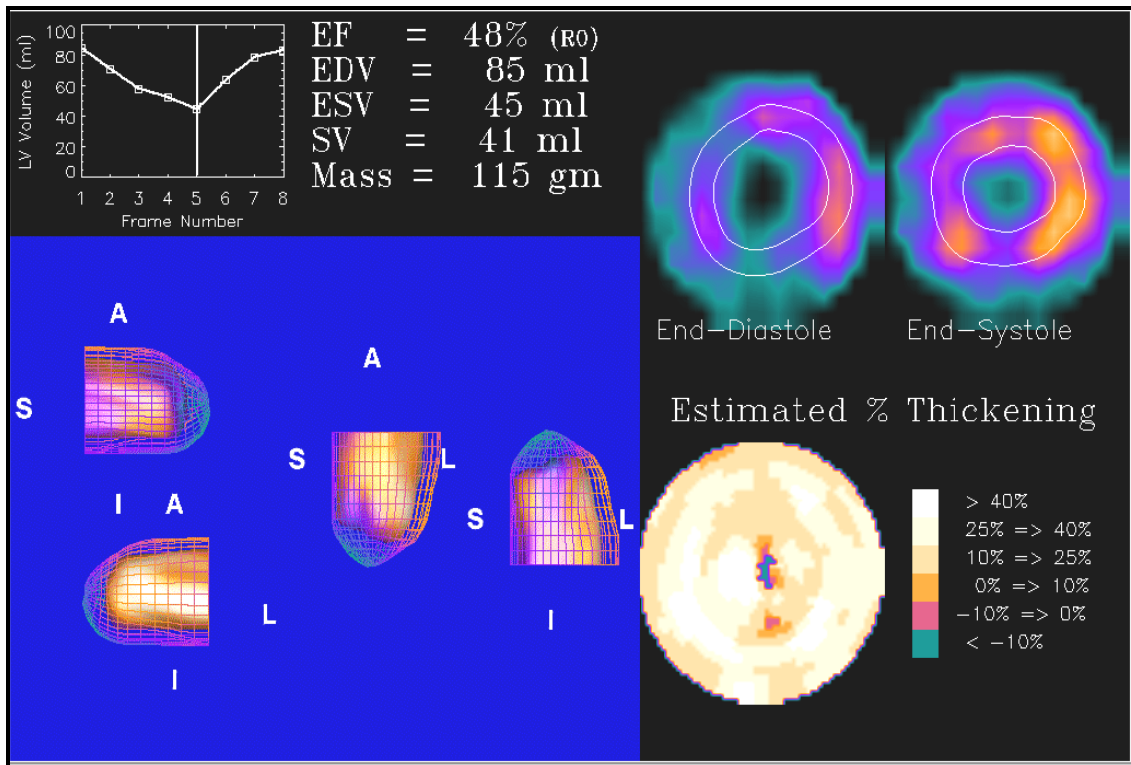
SPECT sincronizada de perfusión miocárdica con ^{99m}Tc -MIBI. Imágenes 3D del ventrículo izquierdo. Paciente N_o-30.
